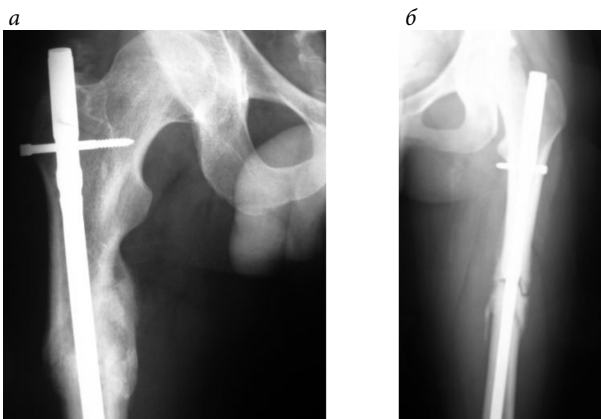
Сравнительные рентгенограммы через 24 недели после операций:
